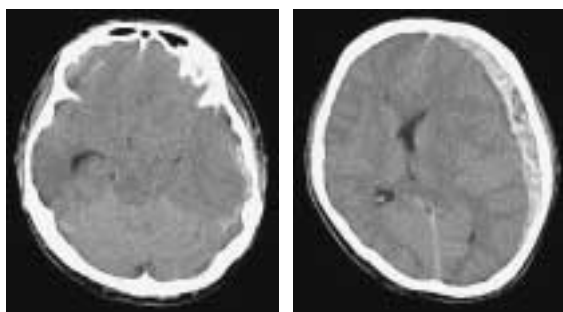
CT scan on admission showed thick subdural hematoma on the left side with midline shift to the right, diffuse brain edema with absence of perimesencephalic cisterns.
